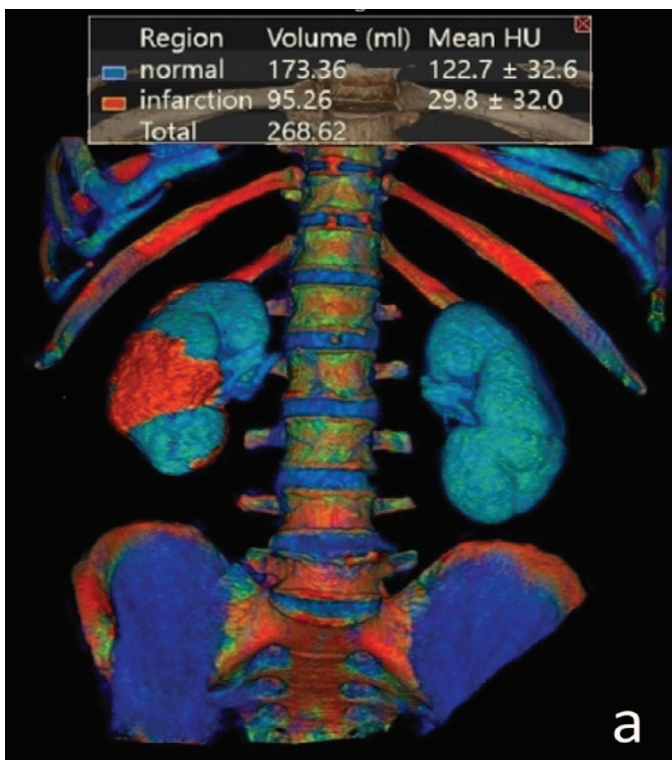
КТ почек. Трехмерная реконструкция. Красным отмечены зоны инфаркта (а – вид спереди, б – вид сзади)
